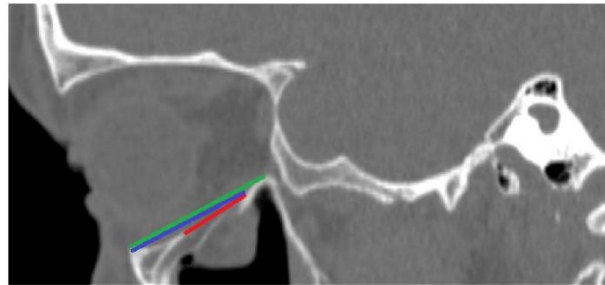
CT-scan. Sagittal view of a fractured orbit. Parameter I marked red, Parameter II marked blue, Parameter III marked green.
